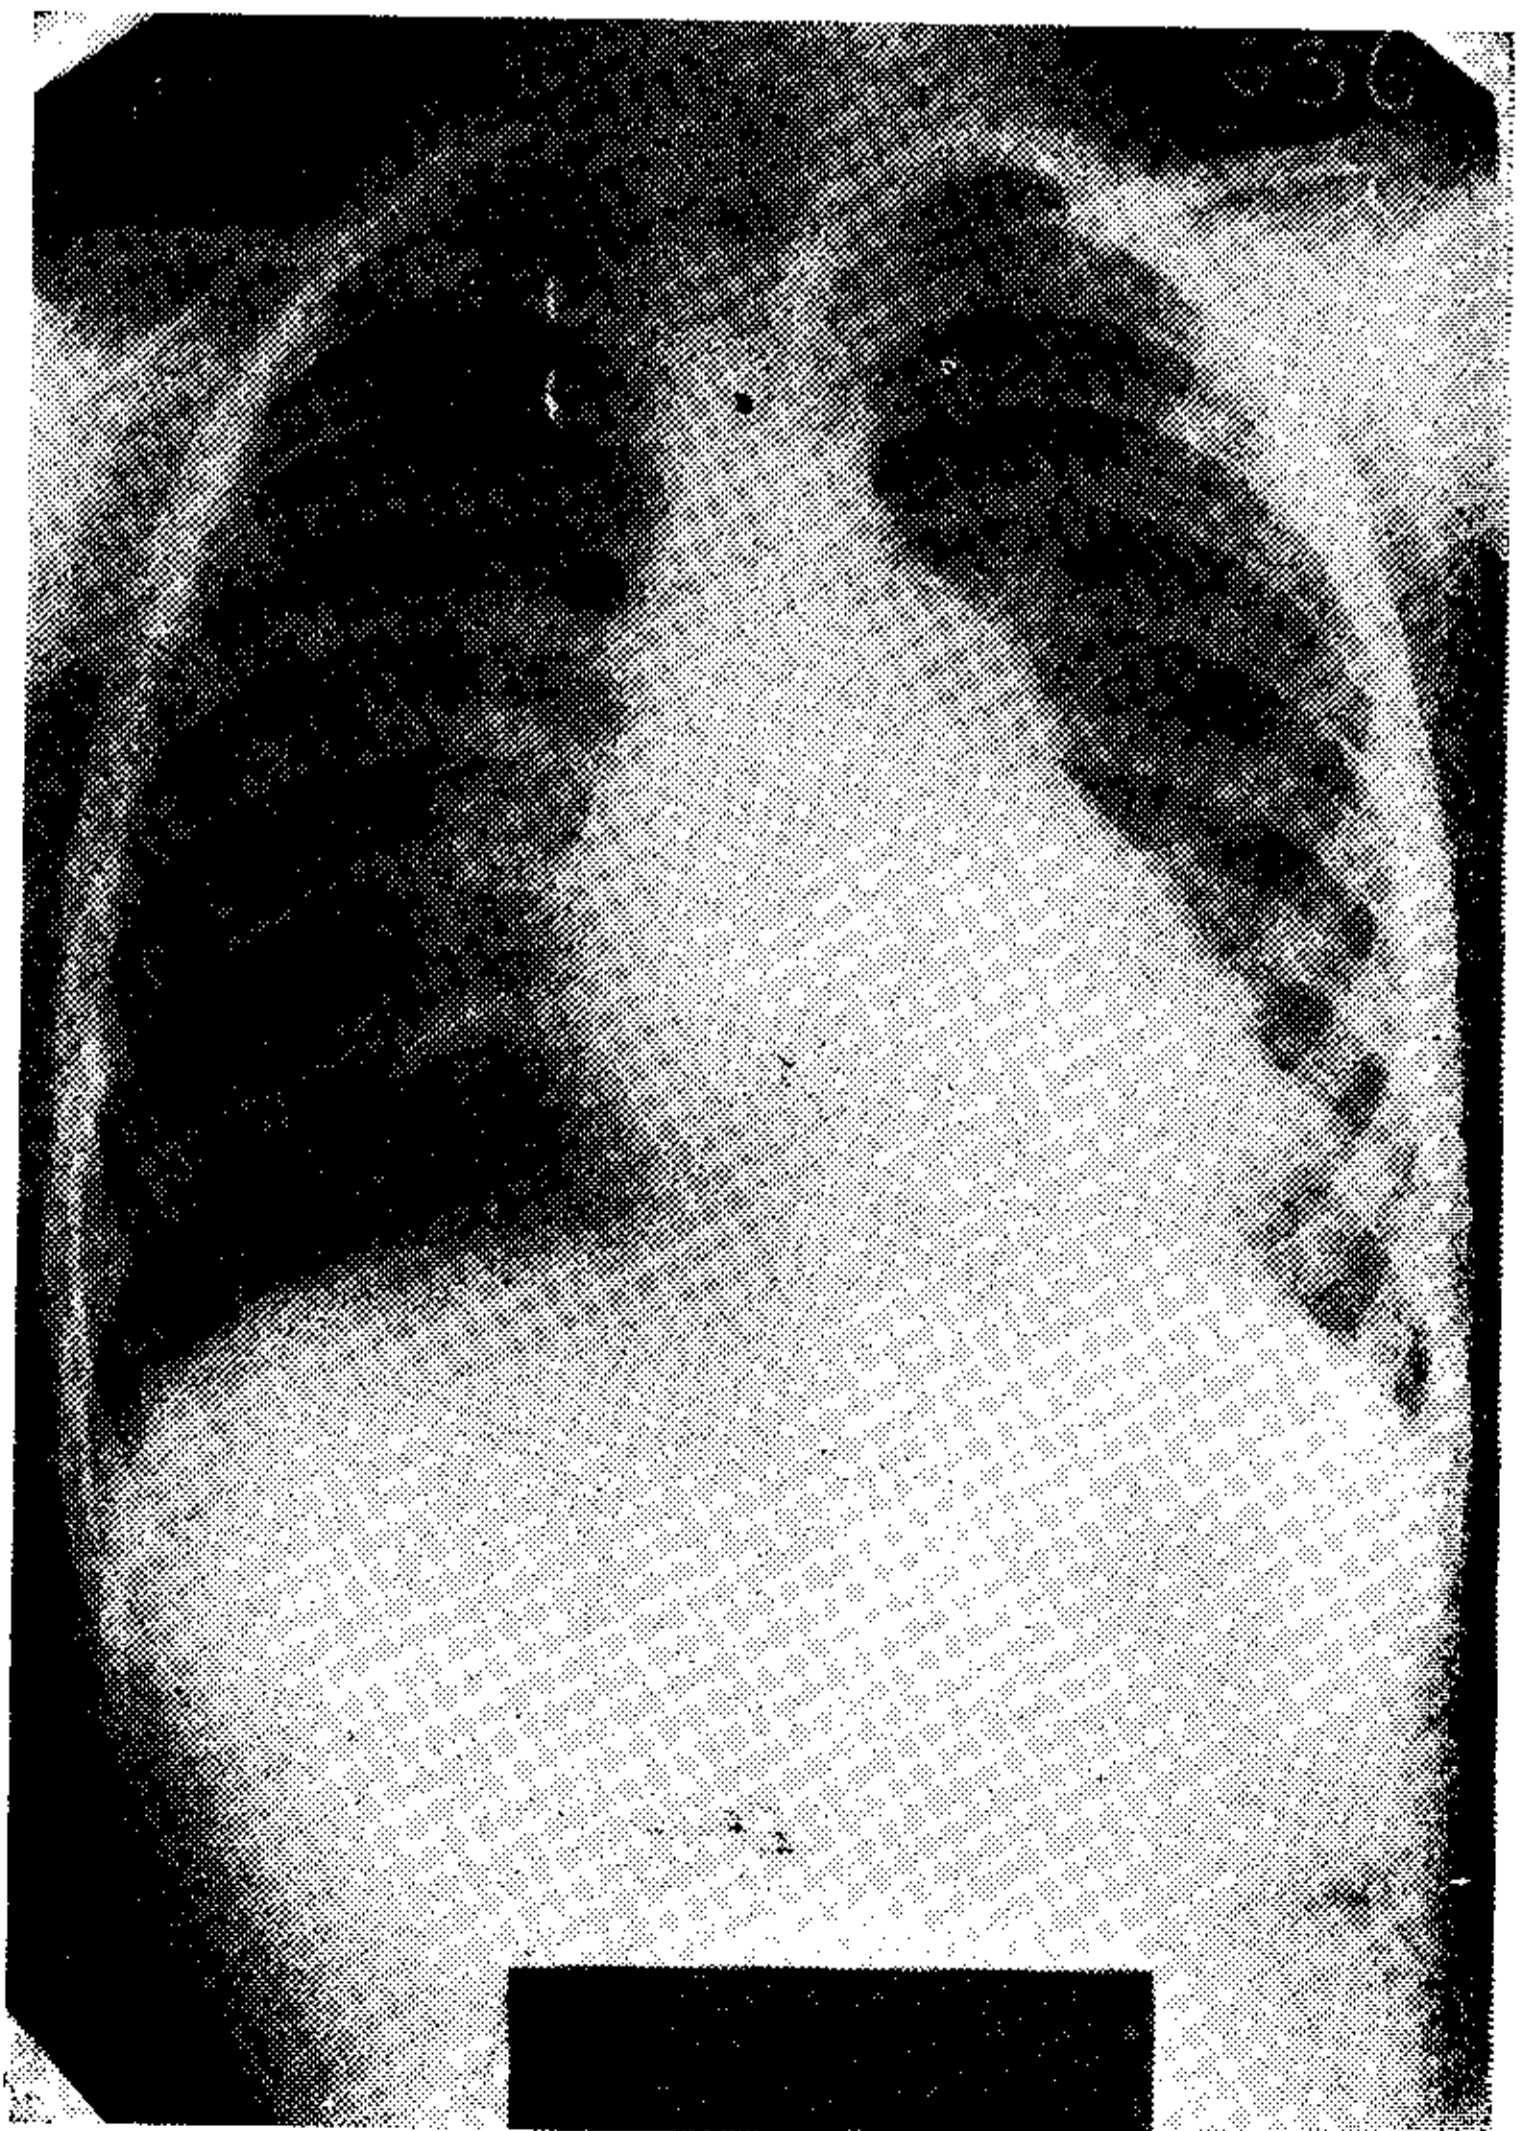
Radiografía preoperatoria.
